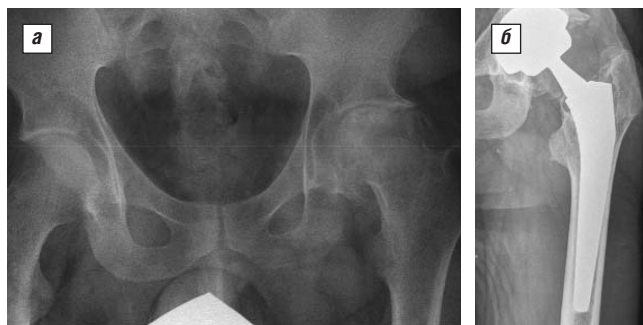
Рентгенограммы левого ТБС до (а) и после (б) ЭП у пациента с ГПА, ОП и асептическим некрозом головки левой бедренной кости (указан стрелкой), перенесшего левостороннюю нефрэктомия и окклюзионные тромбозы вен левой нижней конечности (пациент 2)
